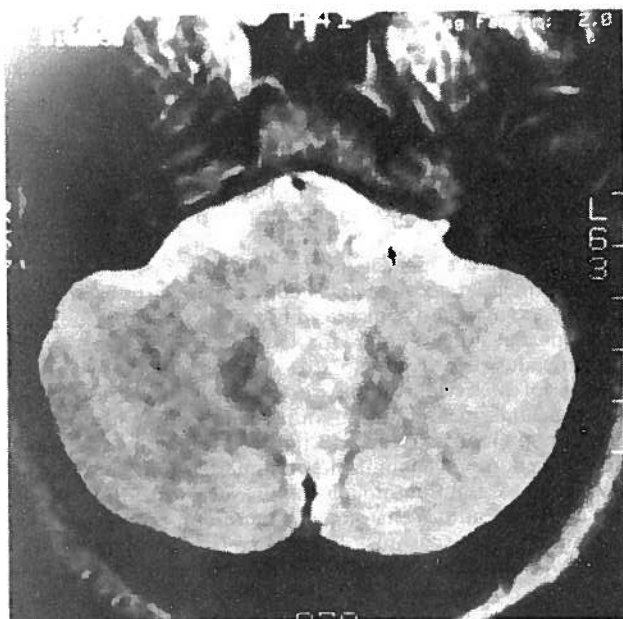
Ansa vascular demonstrada por Ressonância Nuclear Magnética num caso de neuralgia do trigémeo (seta).
